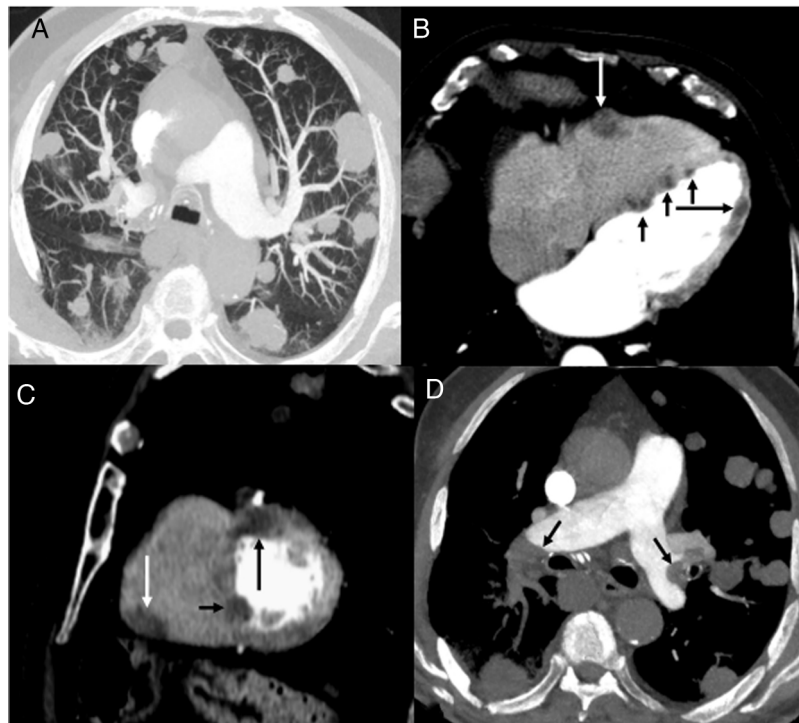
A) Imagen axial de TC de tórax (ventana de parénquima pulmonar), en la que se visualizan múltiples nódulos pulmonares bilaterales. B) y C) Imágenes axial (B) y sagital (C) de TC de tórax (ventana de mediastino), en las que se observan varios nódulos en el espesor miocárdico de la pared libre del ventrículo derecho (flecha blanca), septo interventricular (flechas negras cortas) y pared libre del ventrículo izquierdo (flecha negra larga). D) Imagen axial de TC de tórax (ventana de mediastino), en la que se identifican defectos de repleción en las arterias pulmonares (flechas).
